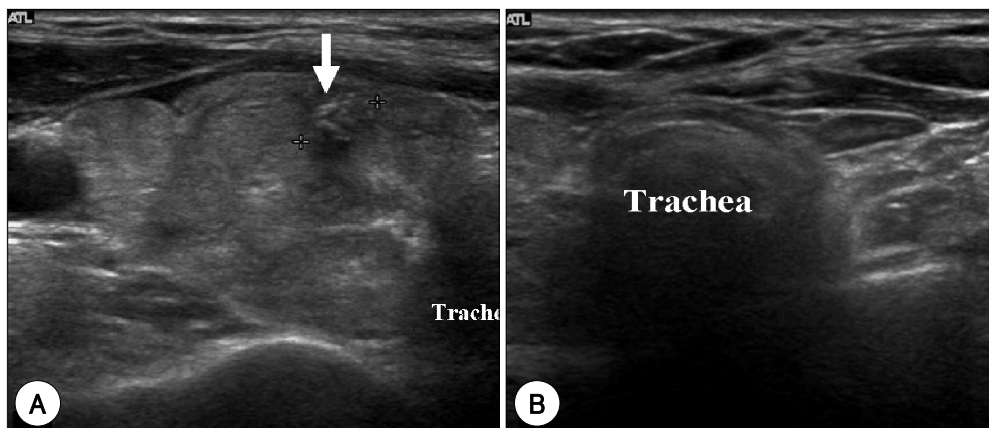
Ultrasonography of the thyroid gland showing (A) two hypoechoic nodules (arrow) in the right thyroid and (B) no thyroid tissue in the left thyroid bed.
